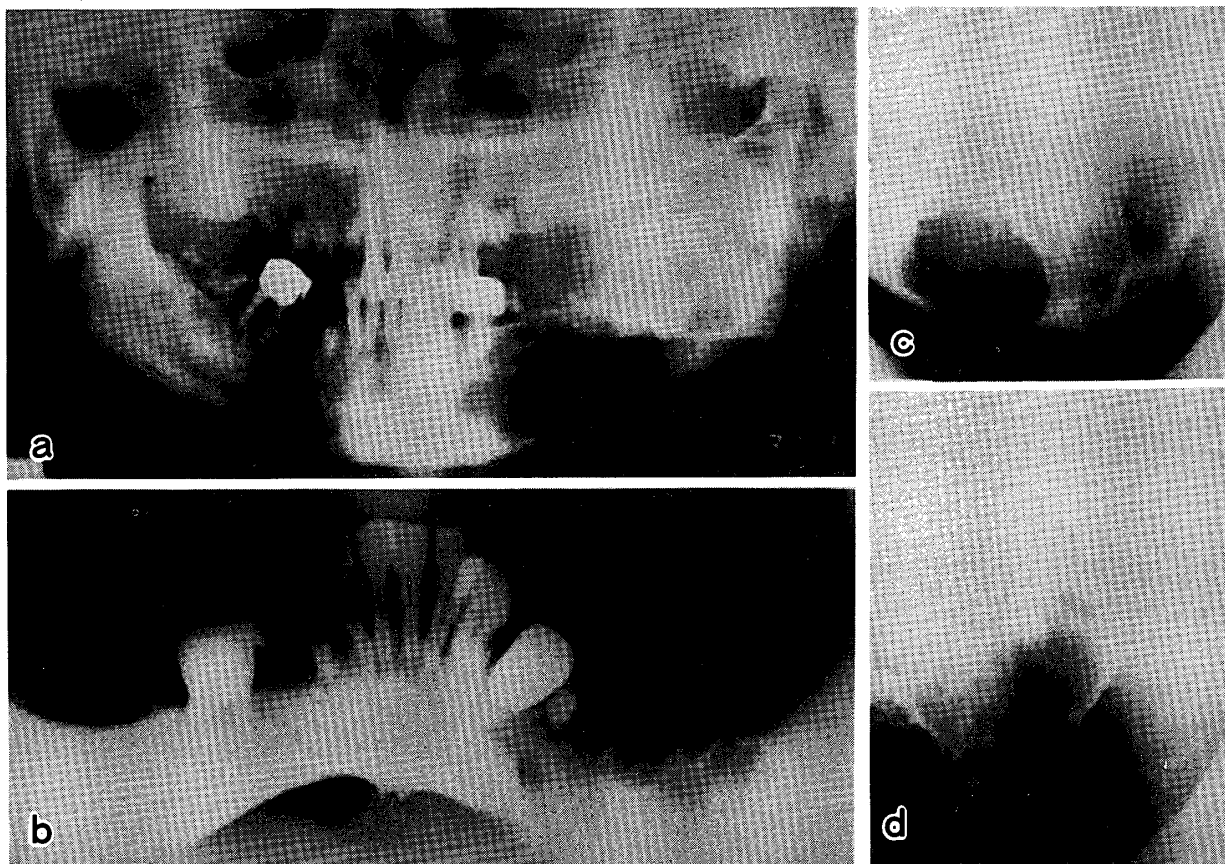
悪性エナメル上皮腫の1例 (a, b: パノラマX線像, c, d: 側斜位像; 下顎の臼歯部から下顎枝にかけて多胞性のX線透過像として認められる。悪性化した部位は骨への侵潤が見られ、いわゆる moth-eaten 状の所見を呈する。)
